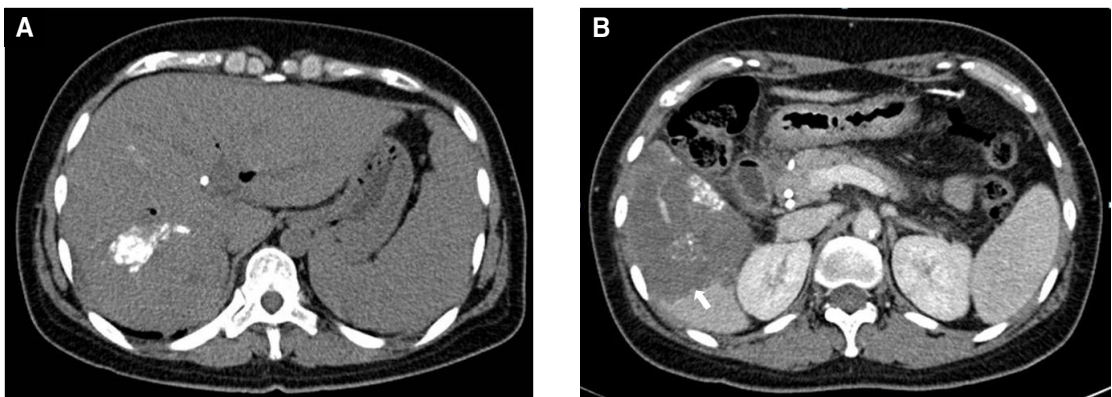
Liver CT shows dense lipiodol uptake in the hepatocellular carcinoma after TACE (A), however liver parenchymal infarction (arrow) is newly seen in right lobe of liver (B).
